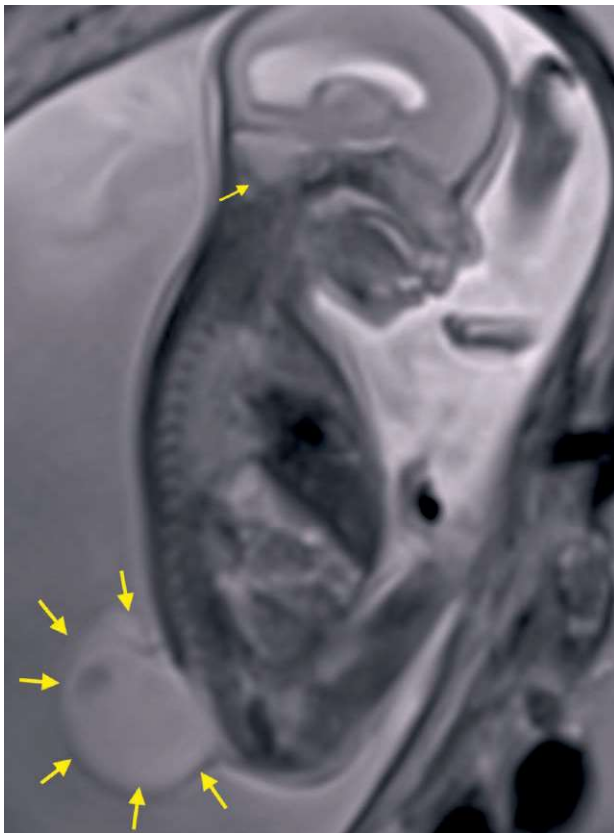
RMN fetal mostrando la extensa lesión vertebral y la herniación del tallo cerebral
